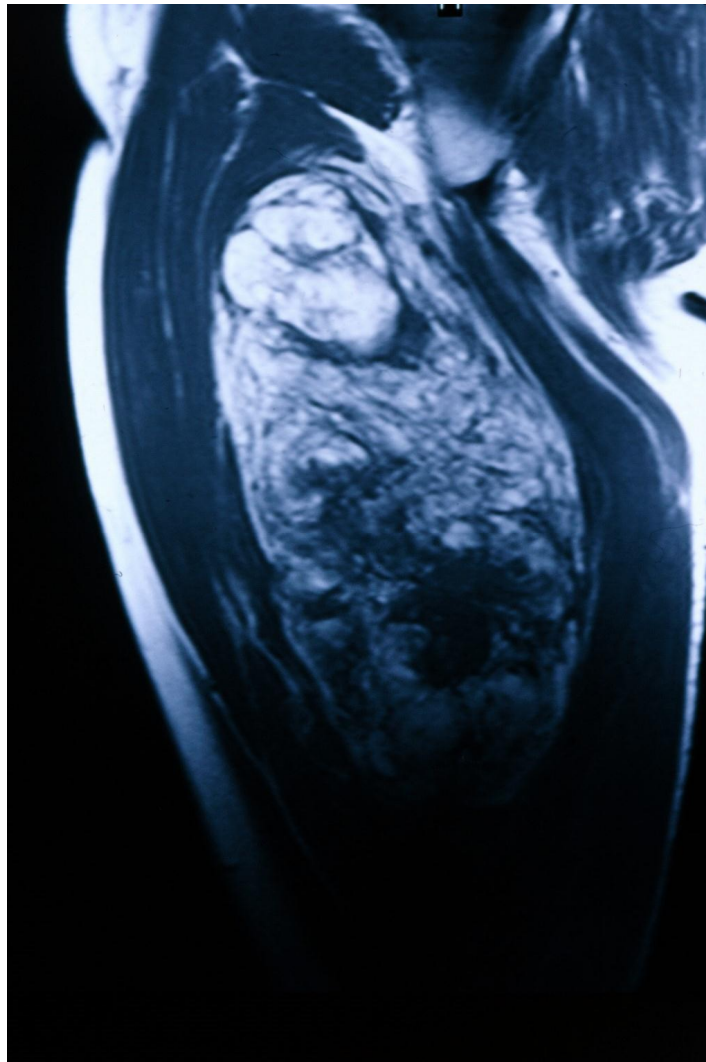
IRM d'une lésion liposarcomateuse de la cuisse (coupe frontale)
